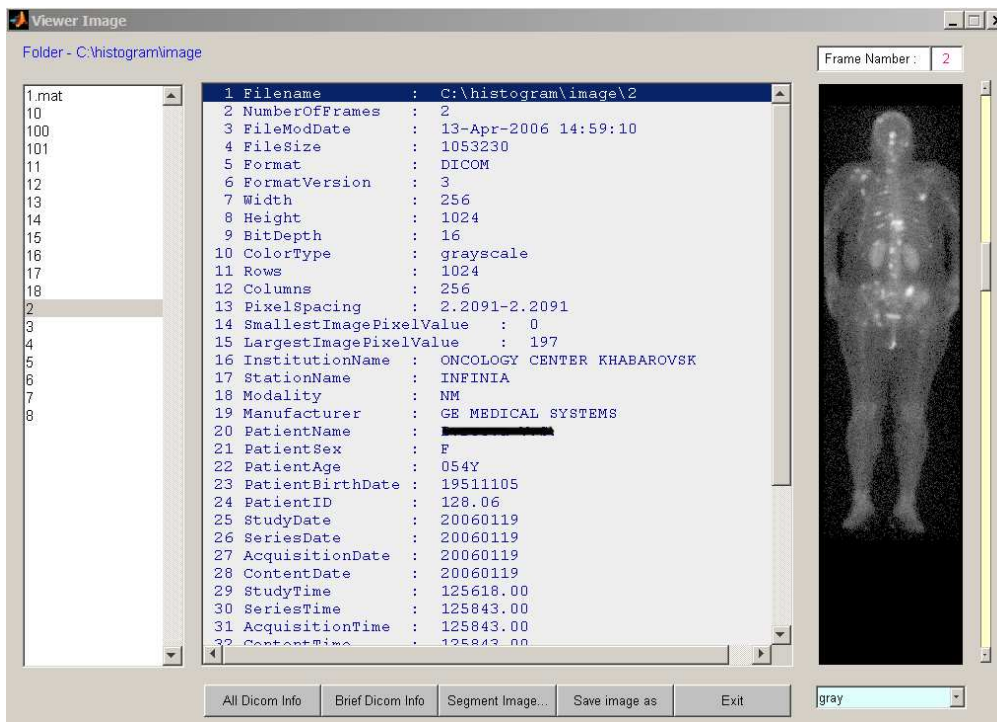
Графический интерфейс модуля Viewer SPECT/CT.
